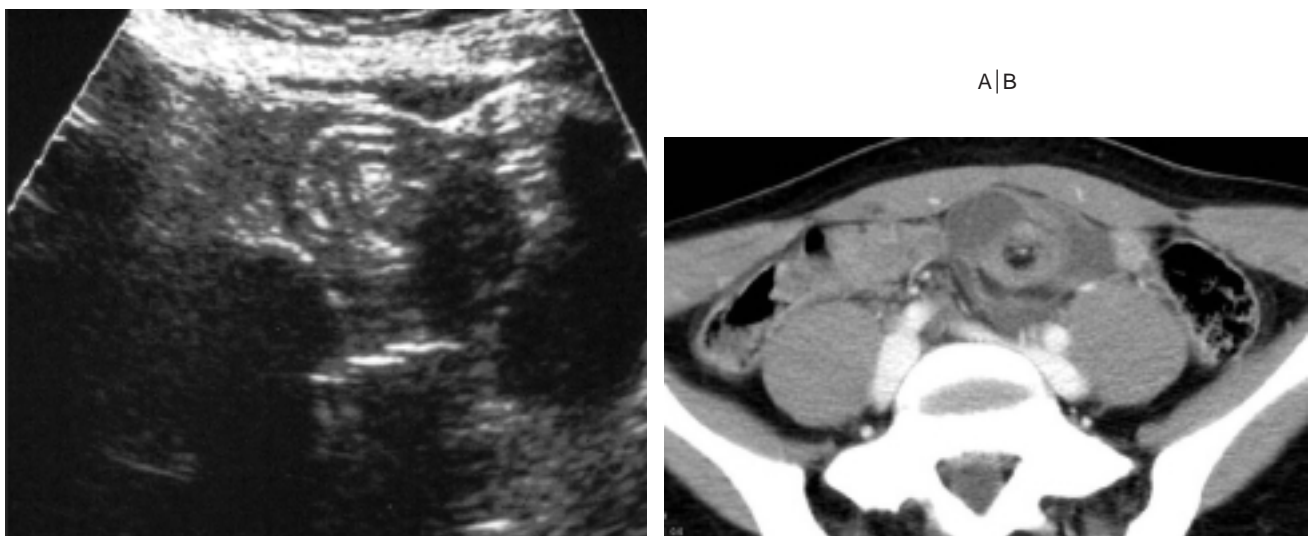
Invagination iléale à localisation péri-ombilicale visible en échographie (A) et au scanner (B) et correspondant à un diverticule de Meckel invaginé.
